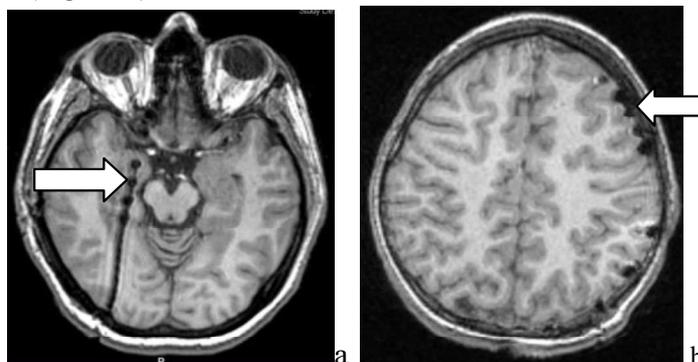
Image IRM de contrôle post-implantation d'une électrode intra-parenchymateuse en méso-temporale droite (flèche sur l'image a) et d'une électrode sous-durale en frontale gauche (flèche sur l'image b)
